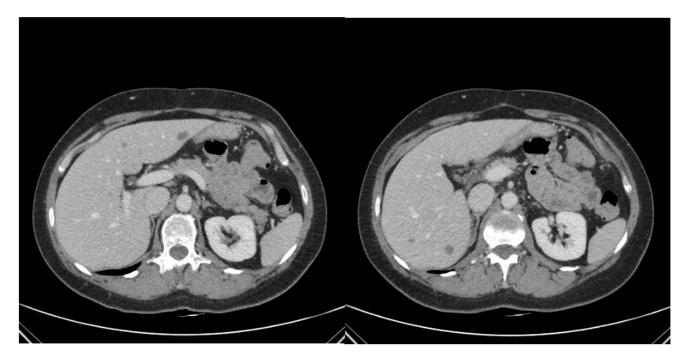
TC previo a realización de TARE. 5/4/2021. Afectación múltiple bilobar, la de mayor tamaño de aproximadamente 12 mm en segmento III
